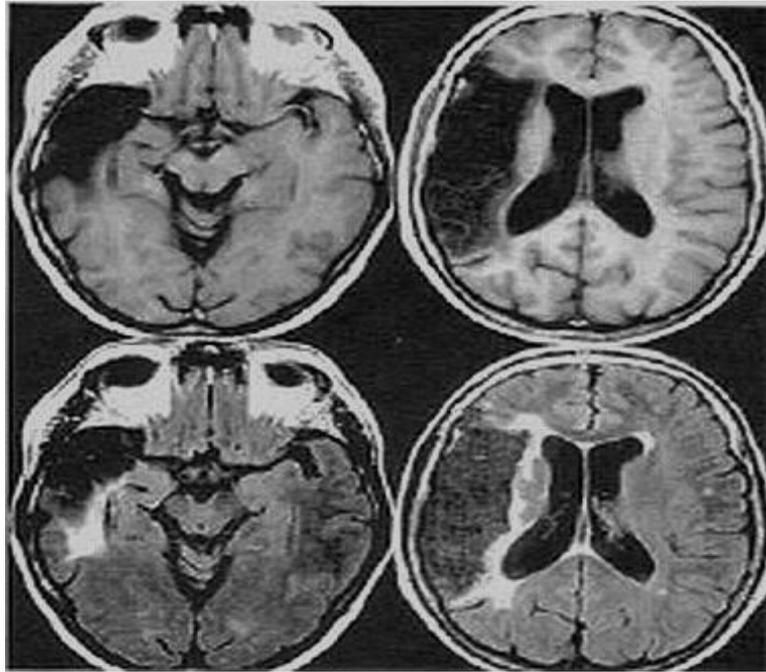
MRT- Aufnahme eines Patienten mit VaD<sup>21</sup>
